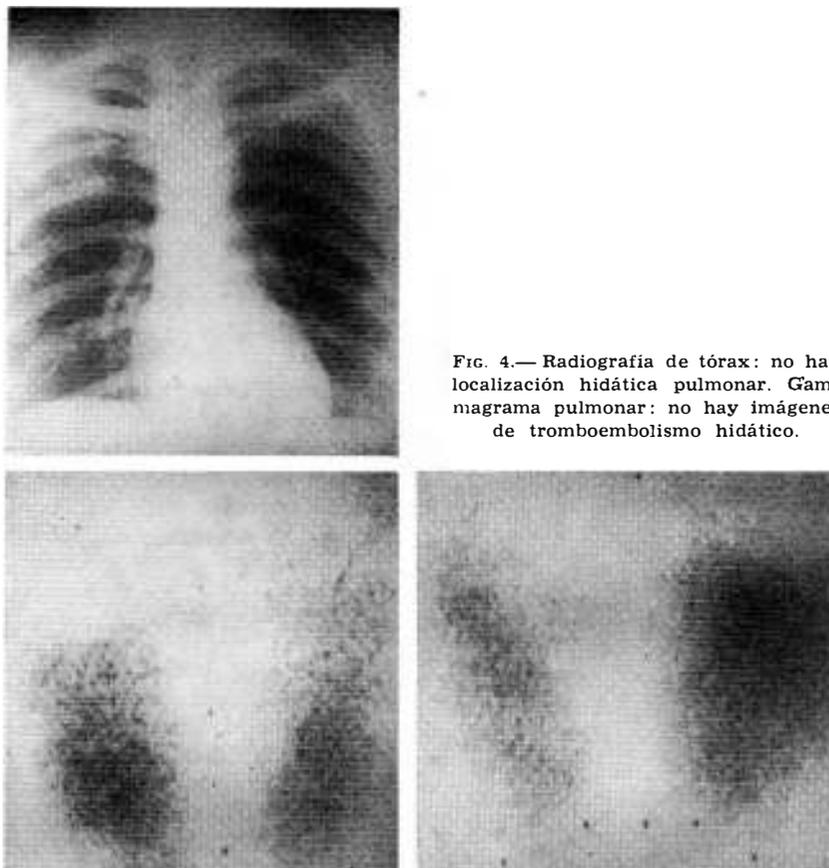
Radiografía de tórax: no hay localización hidática pulmonar. Gammagrama pulmonar: no hay imágenes de tromboembolismo hidático.
